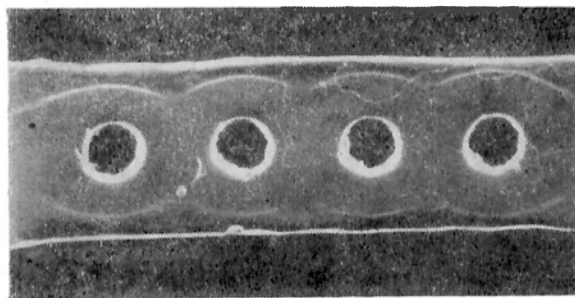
Двойная иммунодиффузия в геле. Видны дуги преципитации, образуемые антитиреоглобулиновой сывороткой с белковой фракцией 3—8S.
